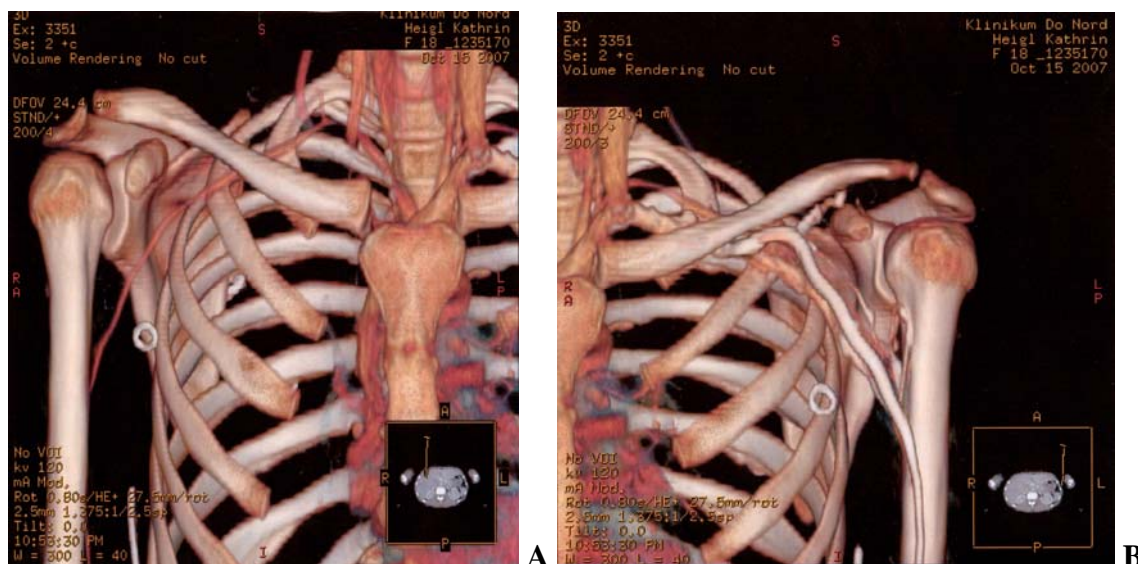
A, B 3-dimensionale CT-Rekonstruktion der rechten und linken oberen Thoraxapertur mit Darstellung der knöchernen Anteile des Schulterhauptgelenkes, des Acromioclavicular- und des Sternoclaviculargelenkes. Die linke Abbildung (A) zeigt zusätzlich partiell die arterielle und die rechte Abbildung (B) partiell die venöse Phase im Rahmen einer Angiographie bei V.a. thoracic outlet Syndrom, (eigenes Patientengut).
